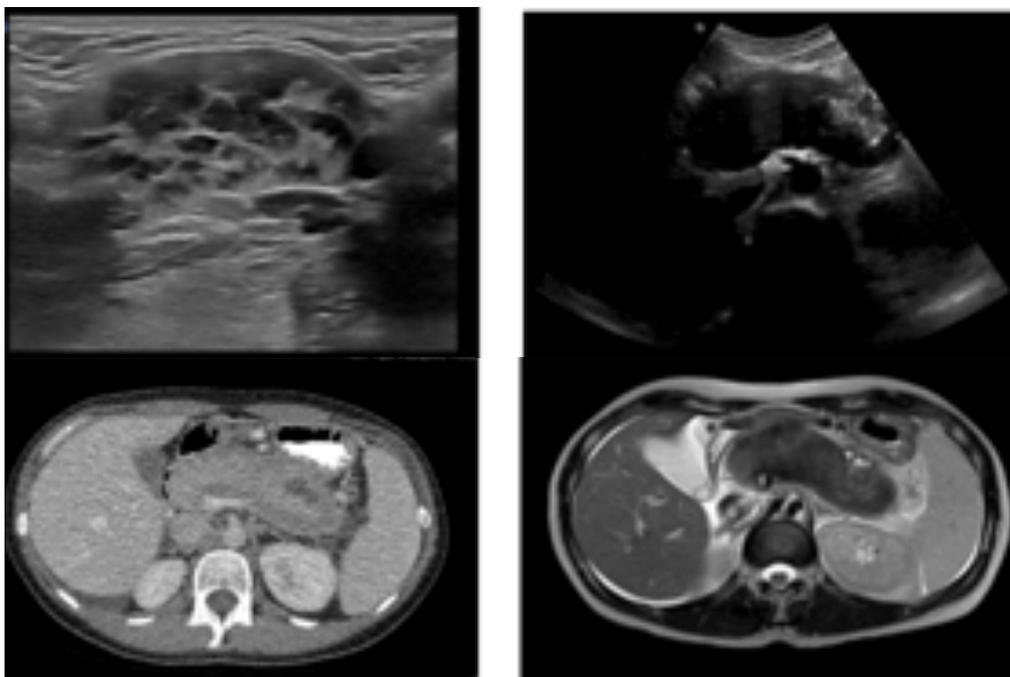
Paciente celiaca de 41 años. Historia de submaxilitis previa. Ingresada por dolor abdominal en FII y mesogastrio con ligero aumento de amilasas en sangre y orina. (A) En la ecografía de cuello se observó un aumento tamaño de ambas glándulas submaxilares. (B) En la ecografía de abdomen se observó un páncreas aumentado de tamaño marcadamente hipoeoico. (C) En el TC de abdomen con contraste se identificaron hallazgos sugestivos de pancreatitis autoinmune. (D) Páncreas aumentado de tamaño, marcadamente hipointenso y globuloso en secuencia potenciada en T2.
